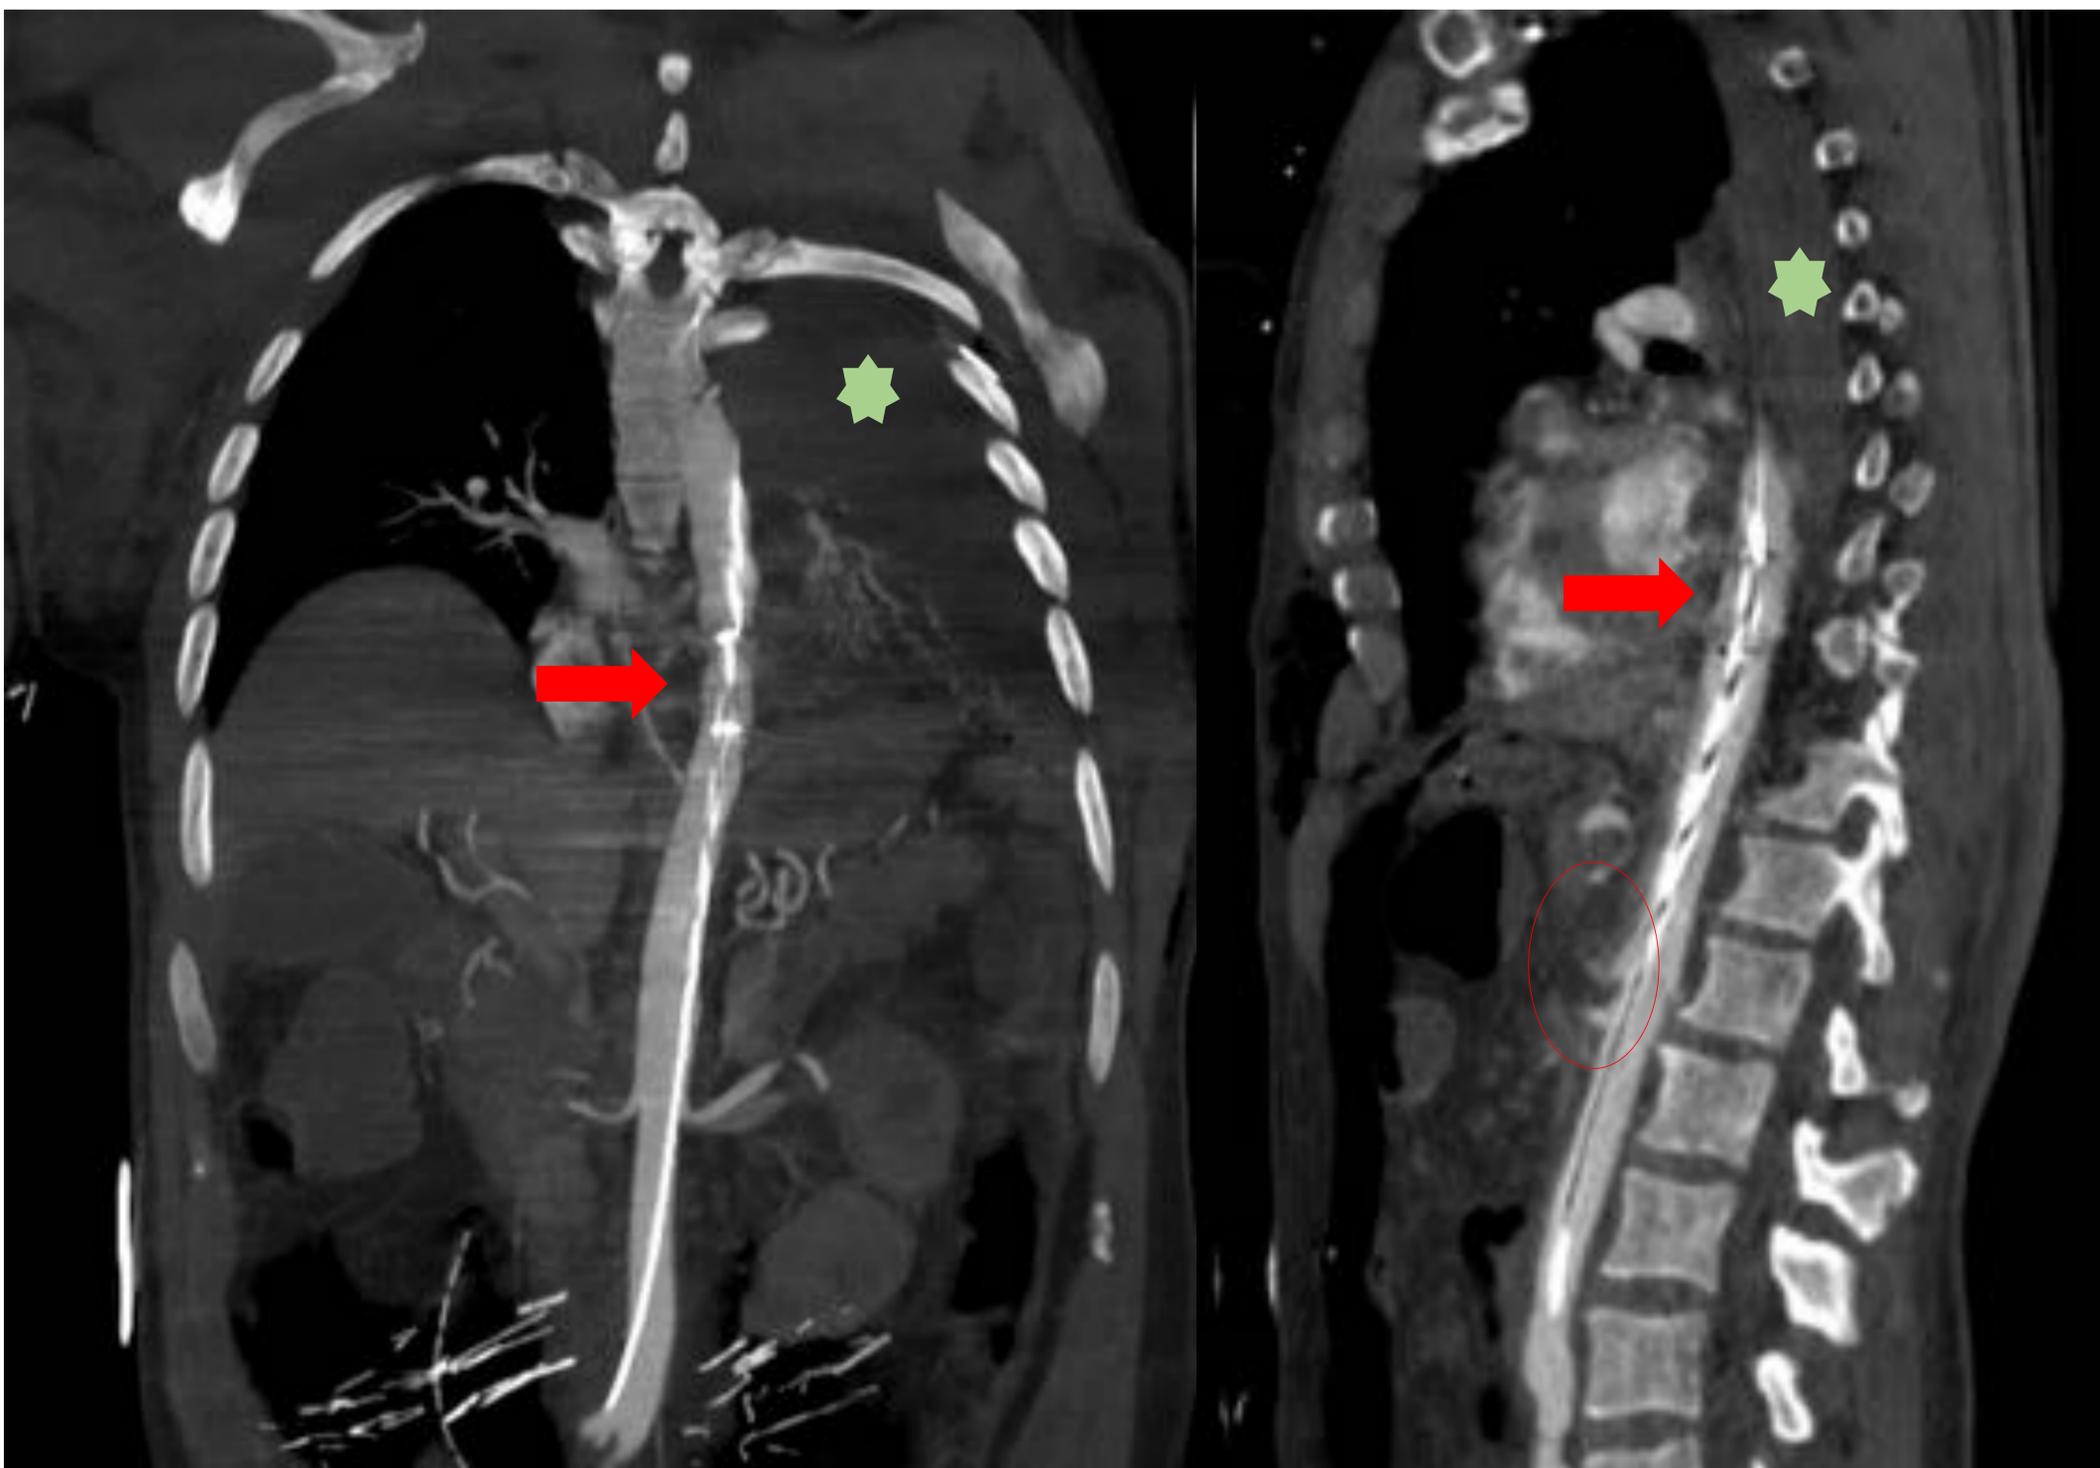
TC toracoabdominopélvica en corte coronal y sagital . Dispositivo REBOA con marcas radiopacas situadas en zona 1 y balón desinflado (flecha roja). Hemotórax izquierdo (asterisco verde). Tronco celiaco y origen de arteria mesentérica que definen el límite inferior de la zona 1 (círculo rojo).
